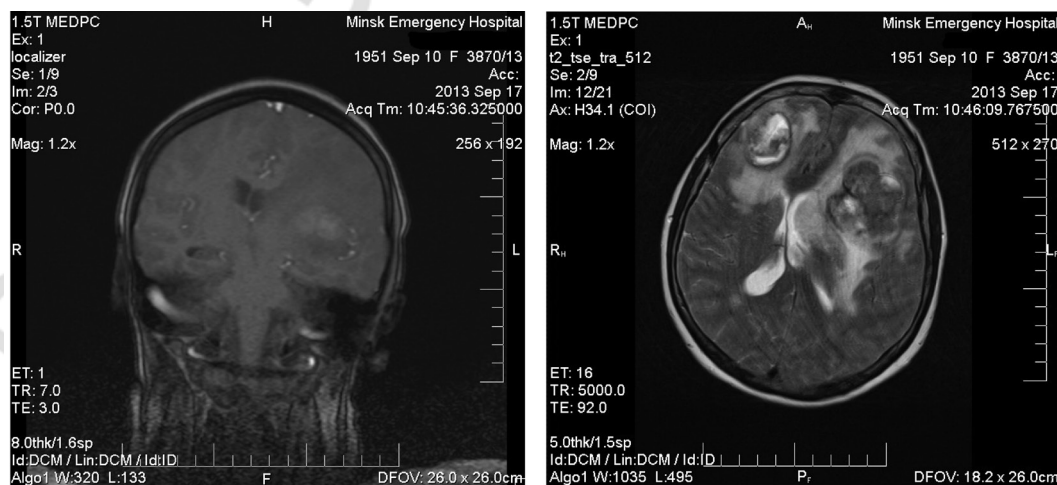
Объемные образования в правой лобной и левой лобно-височной области; фронтальный (а) и горизонтальный (б) срезы, МРТ с контрастным усилением (T₂-взвешенные изображения)
